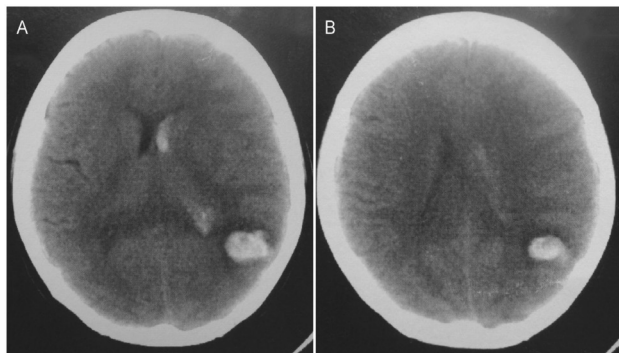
Tomografia computadorizada de crânio em corte axial. Em A) hemorragia intraventricular e em B) hemorragia parietal esquerda.
